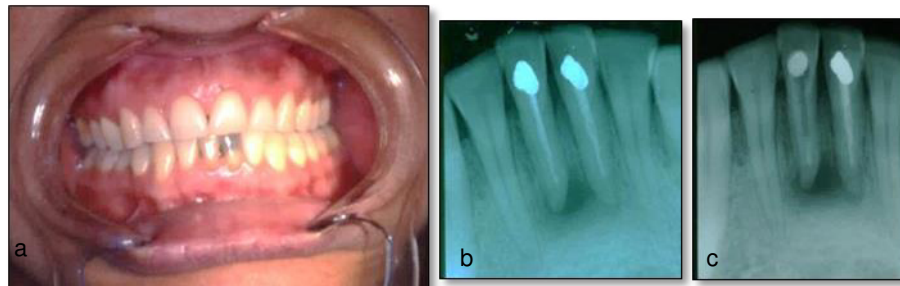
a Fotografía clínica inicial que muestra el cambio de coloración. – b Radiografía inicial y en- c Se retira la amalgama y se desobtura conducto del incisivo central inferior izquierdo. 3.1
